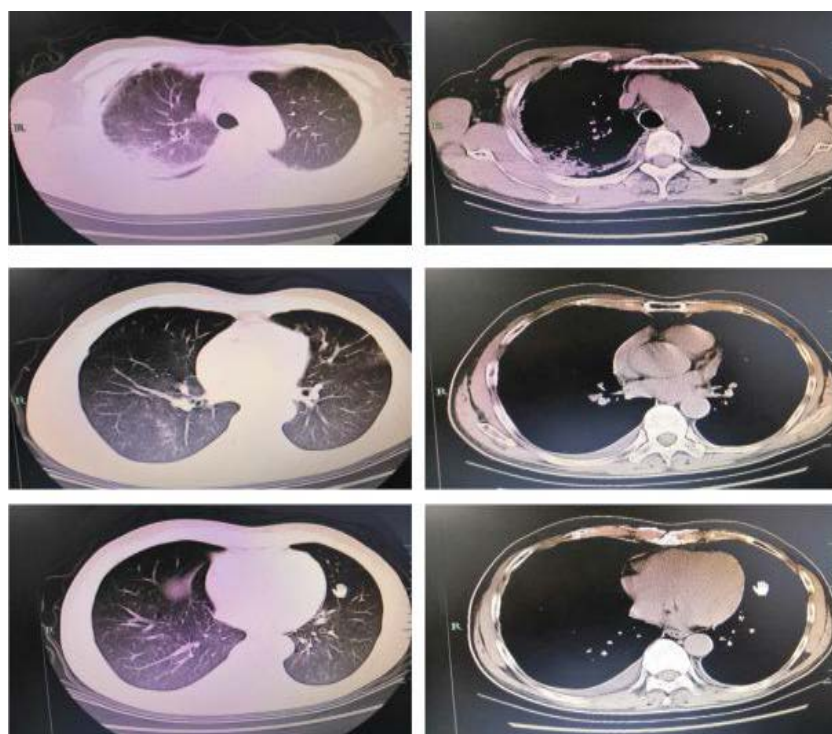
2021-02-25 Chest CT: Scattered small pieces of ground glass density shadow can be seen in the upper lobe of left lung and lower lobe of both lungs
